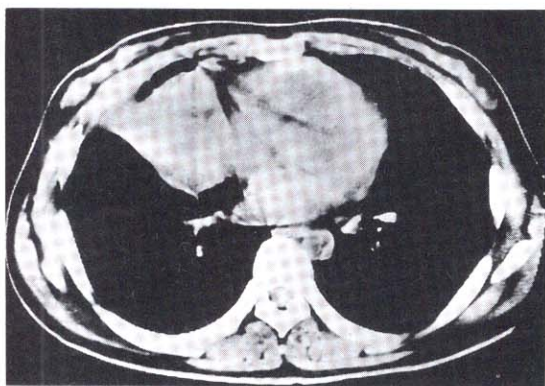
Chest CT scan shows well circumscribed mass with rim enhancement.
